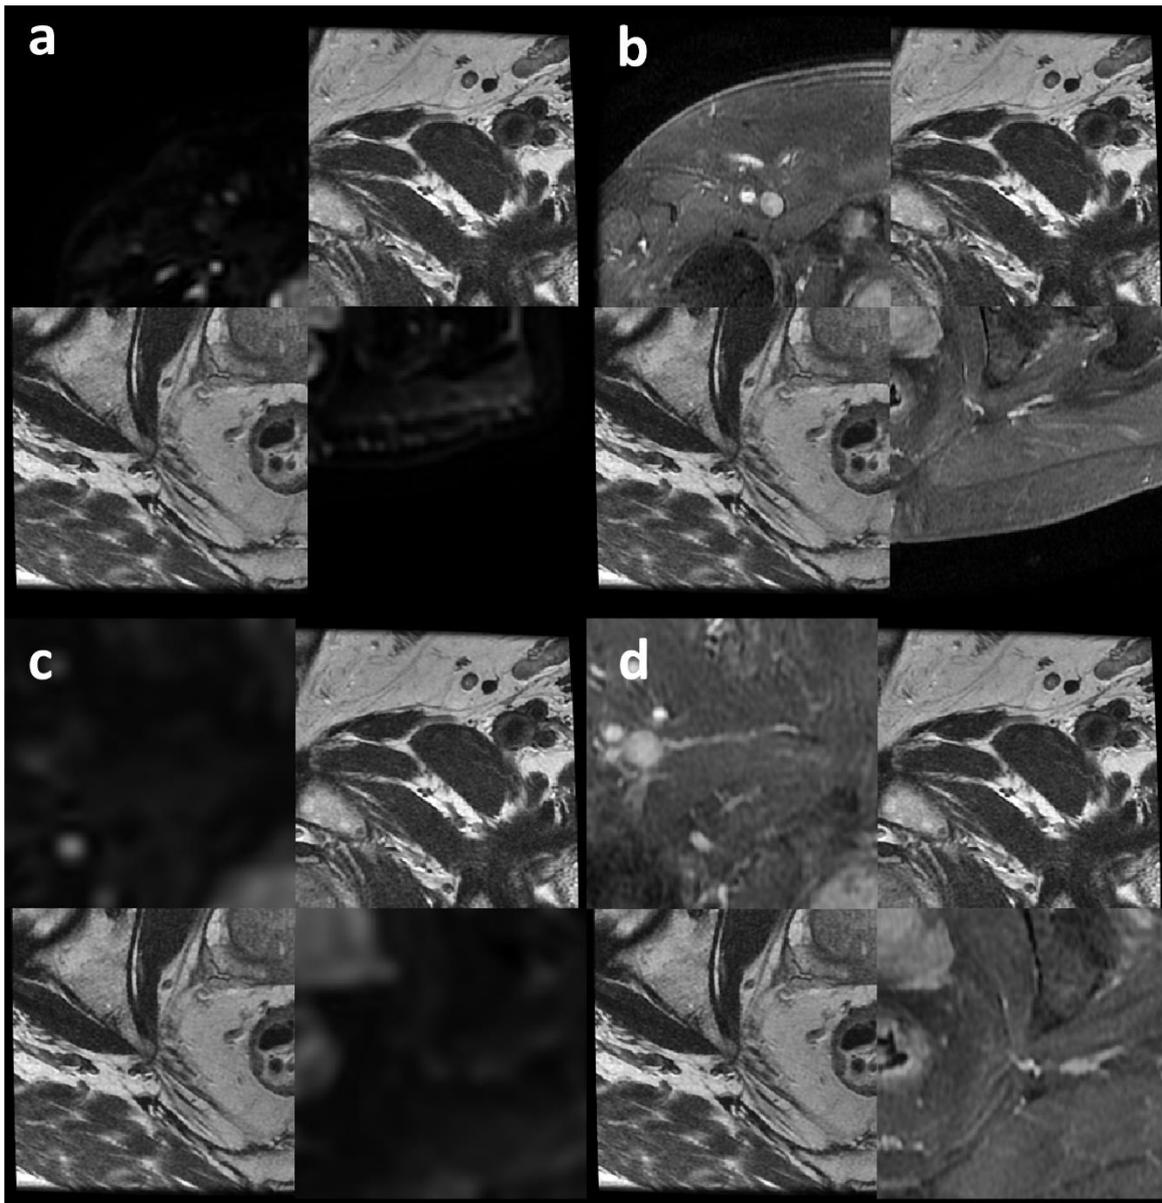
Registro de las secuencias DWI (b0) y DCE (4 min) a la secuencia T2. a Montaje de las secuencias T2 y DWI sin registrar; b montaje de las secuencias T2 y DCE sin registrar; c montaje de las secuencias T2 y DWI registradas; d montaje de las secuencias T2 y DCE registradas.
